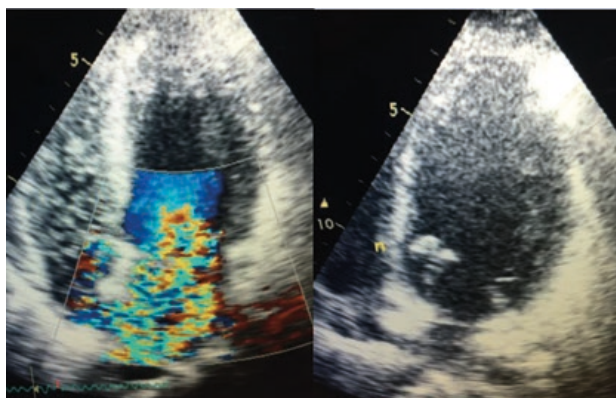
Ecocardiograma revelando insuficiência mitral severa.
